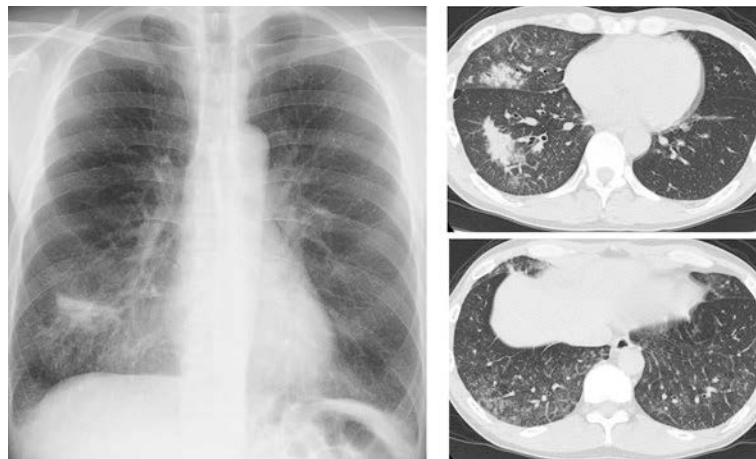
Chest X-ray showed infiltrative shadows in the right lower lung field and ground glass opacity in both lower lung fields. Chest CT scan revealed consolidation in the right middle and lower lobes and ground glass opacities in both lower lobes.
